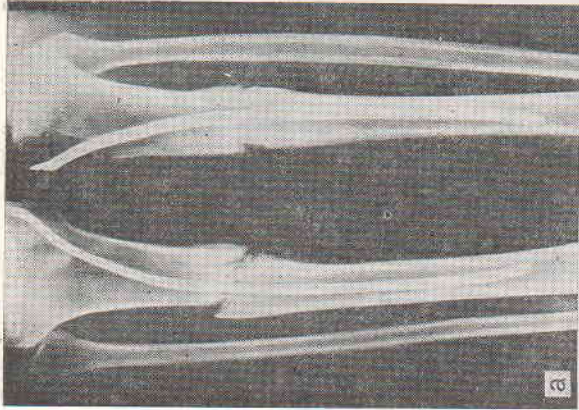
Рентгенограммы больной Н. при поступлении (а), после остеосинтеза пластинкой (б) и через 3 мес ЭСО (в).
